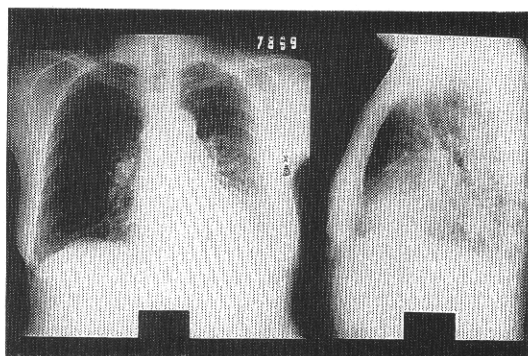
(症例3)胸部X線写真；左気管支壁の肥厚と既存構造に沿った浸潤影を認める。
